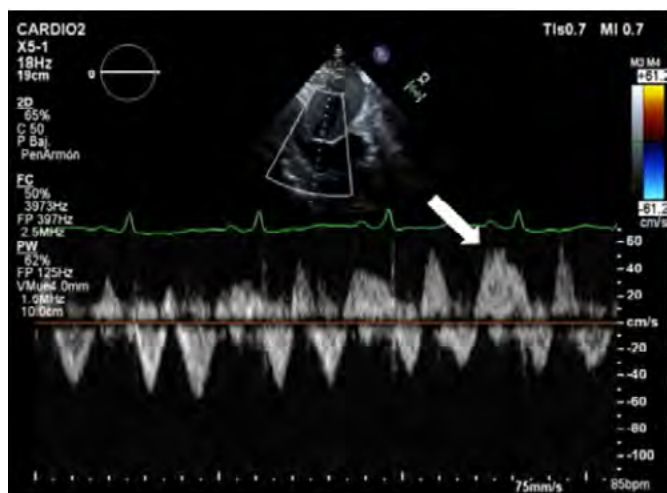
Doppler pulsado sobre vena suprahepática, que muestra inversión del flujo diastólico durante la espiración (flecha).
